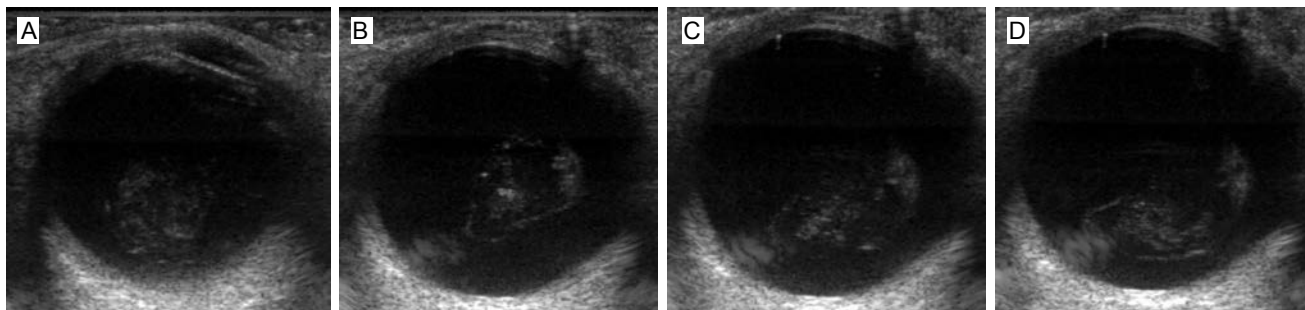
Ultrasonido orbital: corte axial, degeneración de cuerpo vítreo, ecos de bajo nivel no móviles en el cuerpo vítreo, solo visibles con ganancias altas.
